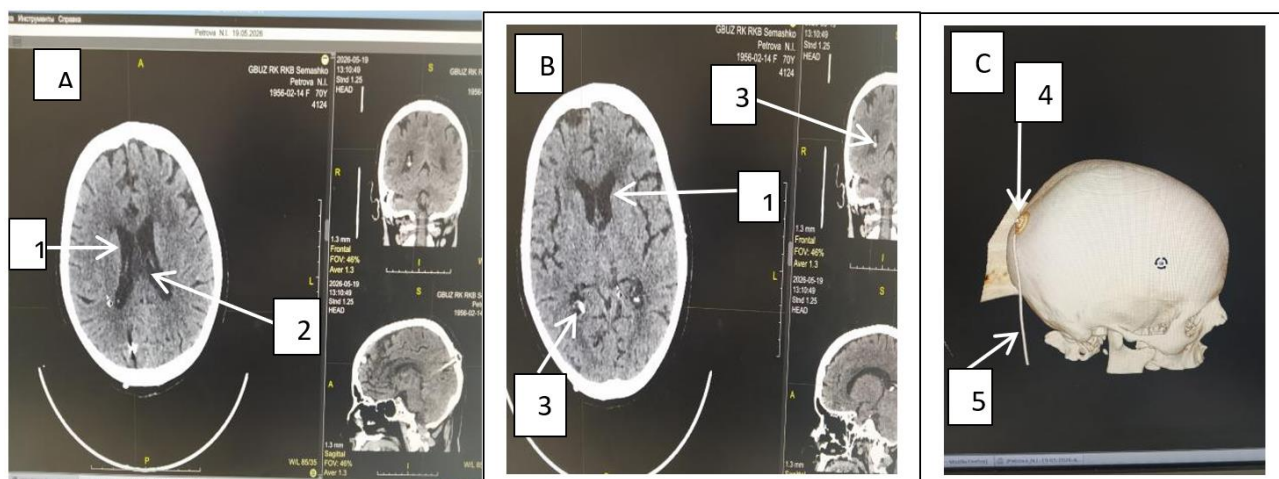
Компьютерная томография головного мозга пациентки П, на 2 сутки после установки вентрикулоперитонеального шунта: 1) нерасширенные боковые желудочки головного мозга; 2) опухоль третьего желудочка головного мозга; 3) вентрикулярный проксимальный конец шунта; 4) клапан шунта; 5) катетер.
